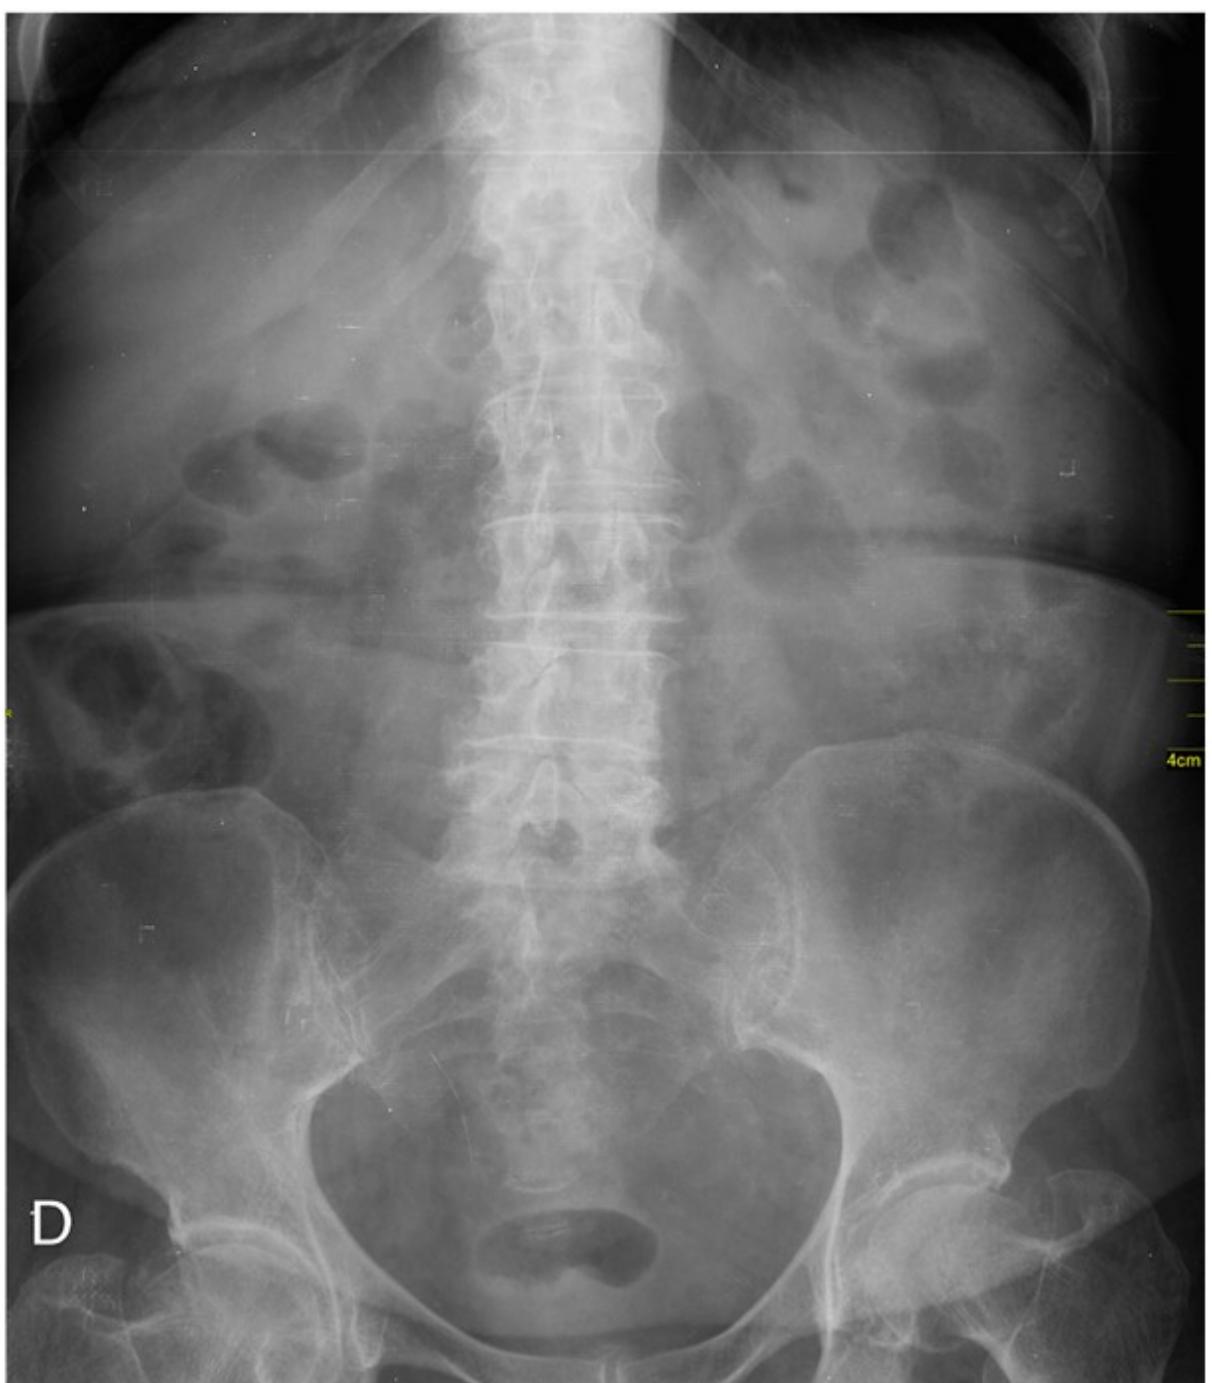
Radiografia simples de abdome realizada no 1º dia de internação hospitalar.
